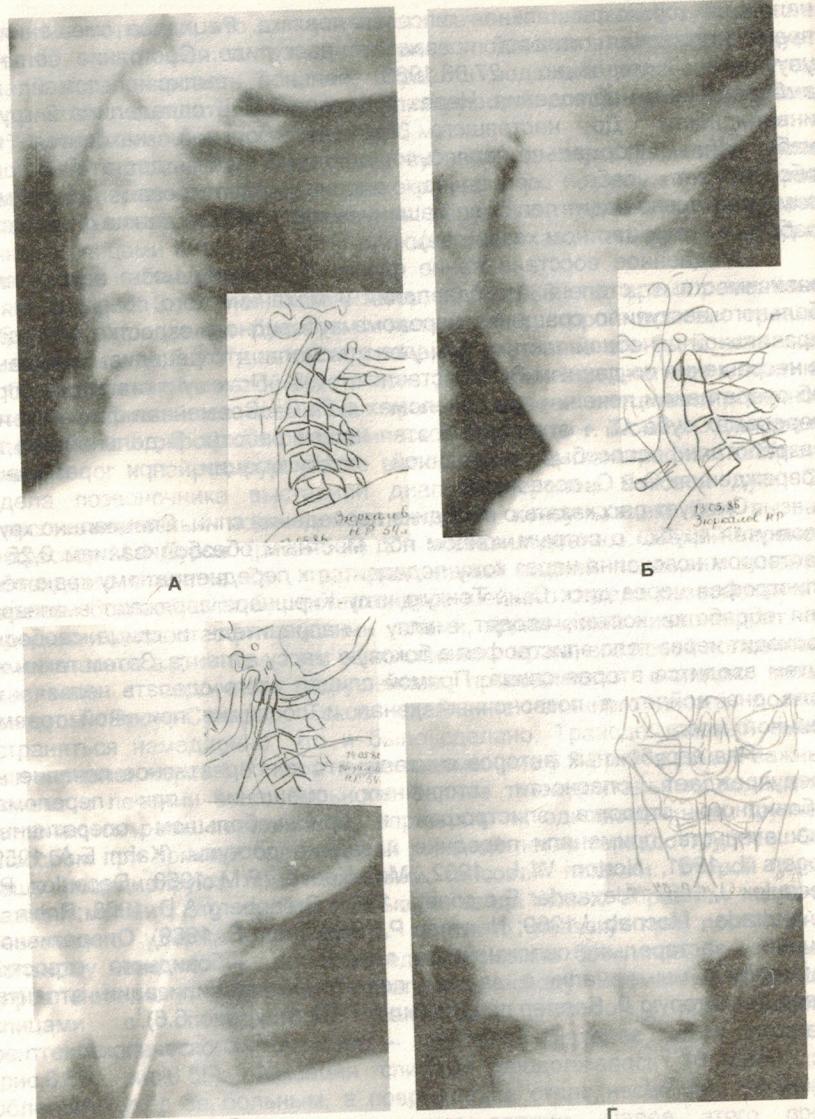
Фото с рентгенограммами и скаграммы больного З., 54 лет, с задним
